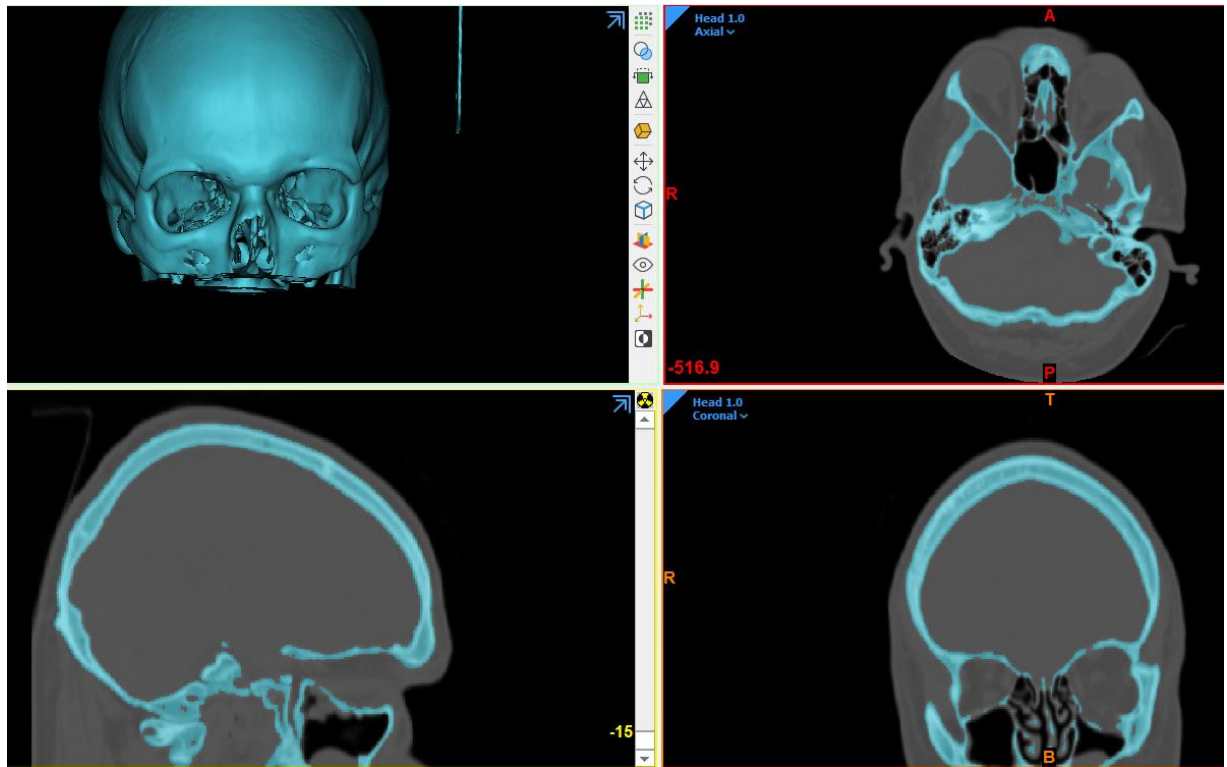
Срезы КТ головы пациента Ч. ИБ №44328 с построением трехмерной модели области исследования
